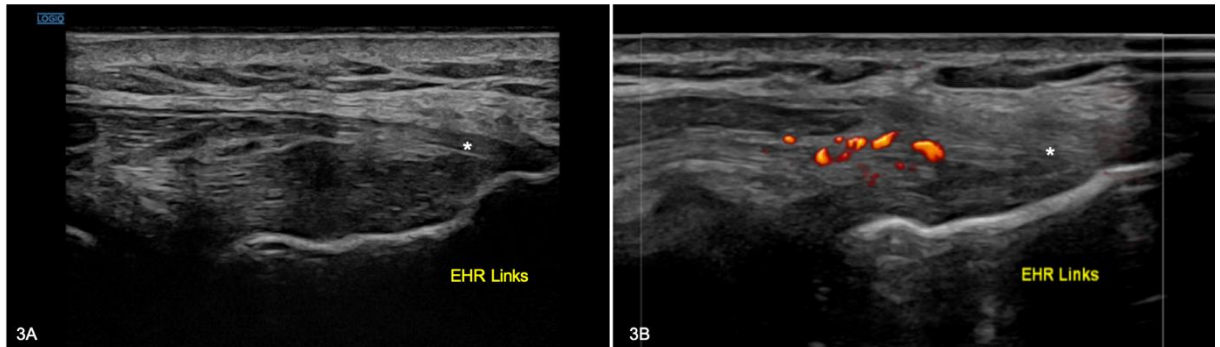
Sonographie von linken Handgelenksextensorsehnen (weißer Stern, von links einstrahlend) mit Power-Doppler-Signal als Zeichen von Neovaskularisierungen (rotes Signal, 3B); EHR: Epicondylus humeri radialis
